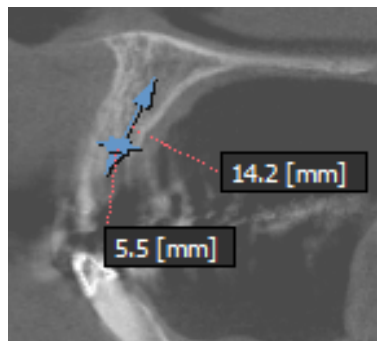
TAC después del ROG
